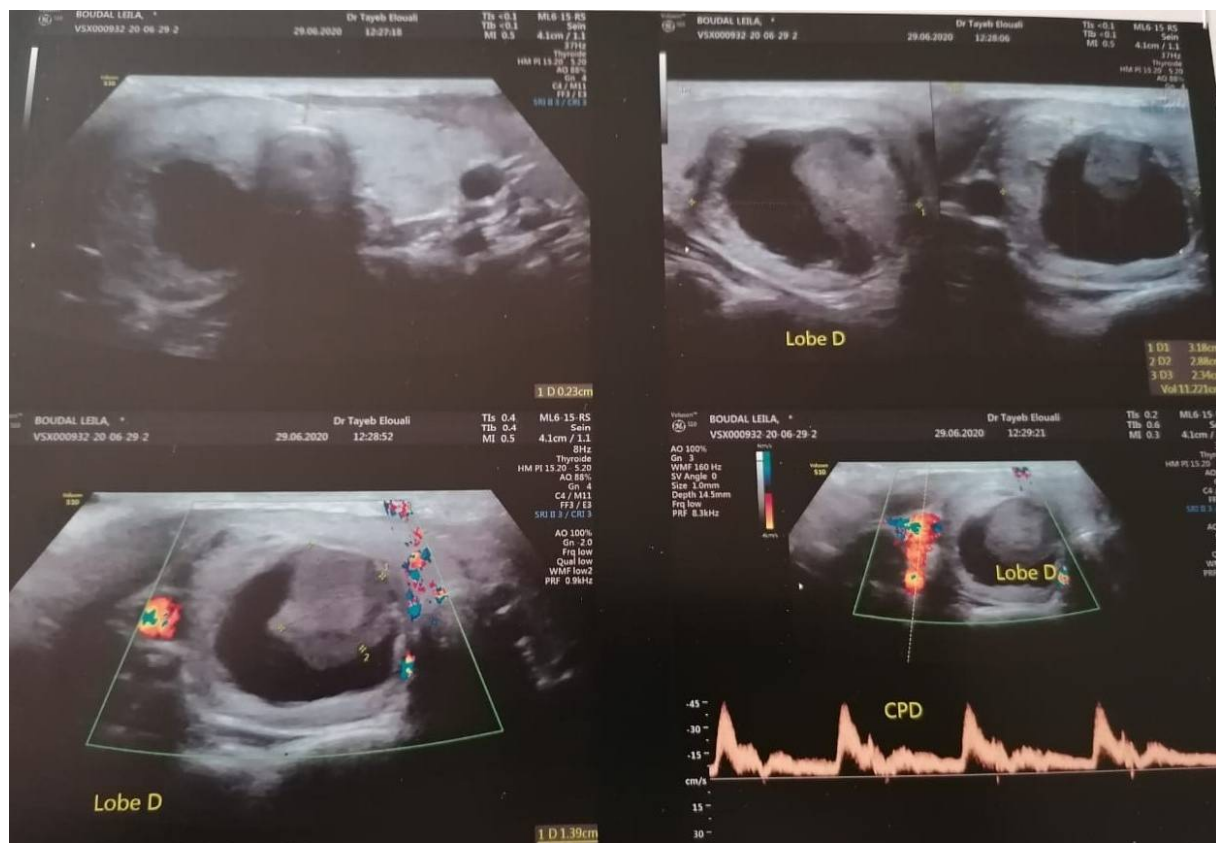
Image échographique d'un goitre avec nodule inferieur droit de 32mm
